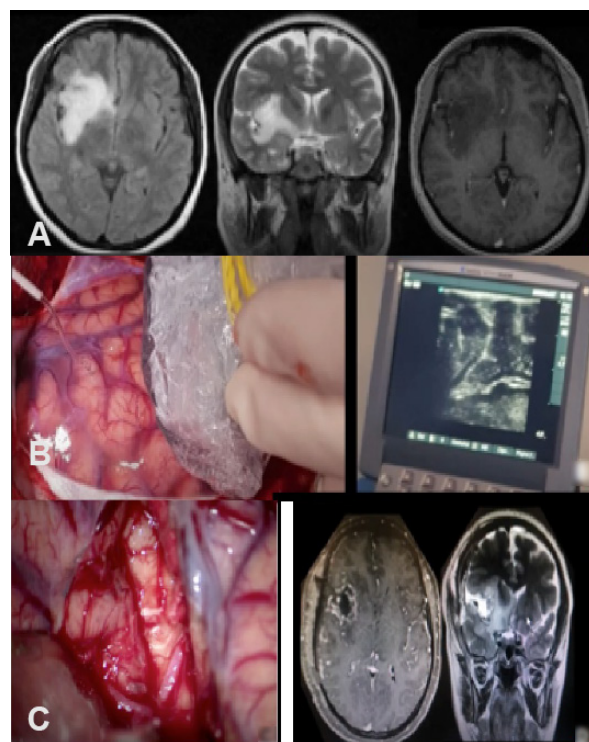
A) RM axial em FLAIR, coronal em T2 e axial em T1 evidenciando glioma na topografia da ínsula observando-se no corte coronal em T2 que a topografia das artérias lenticuloestriadas está comprometida pelo tumor com indicação de ressecção subtotal ou “near total”; B) ecografia intraoperatória delimitando o tumor; C) ampla dissecação da fissura silviana expondo toda a extensão tumoral, não sendo necessária corticotomia; D) pós-operatório imediato evidenciando ressecção tumoral na RM axial T1 e na RM coronal T2 observando-se que a parte tumoral que envolvia as artérias lenticuloestriadas não foi manipulada durante a operação.
